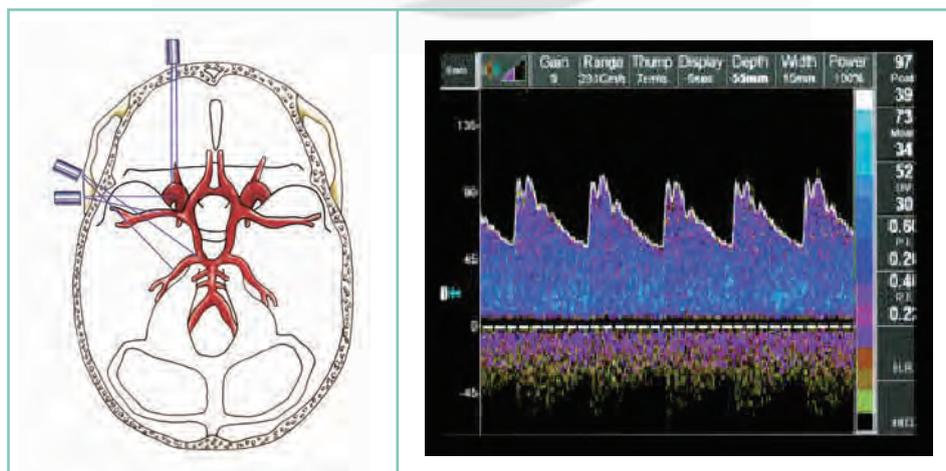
Doppler transcraniano para avaliar atividade circulatória (fluxo)
